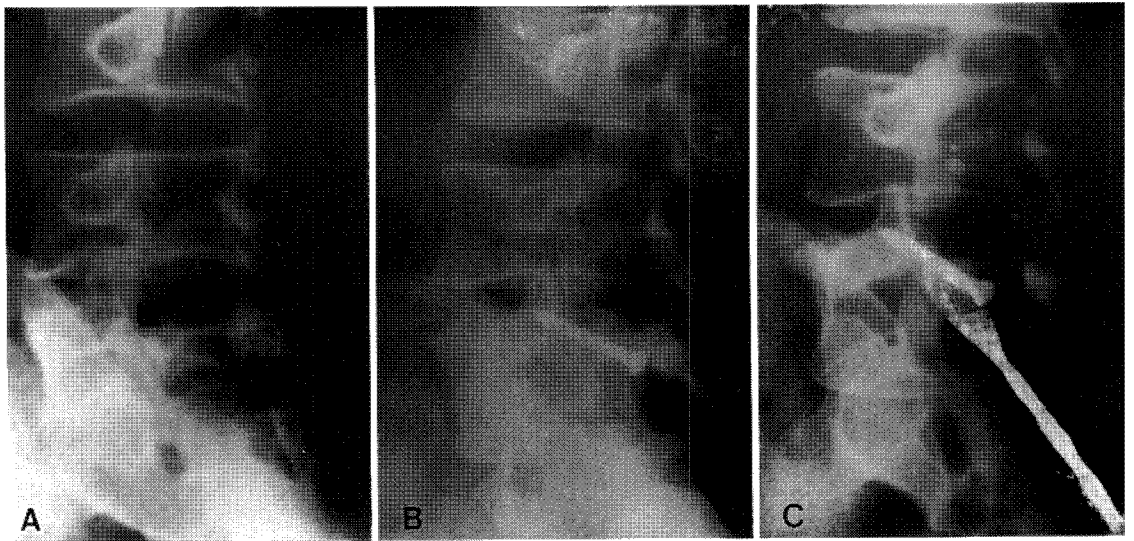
A. Left oblique roentgenogram showing a defect of the pars interarticularis at the fifth lumbar level.
